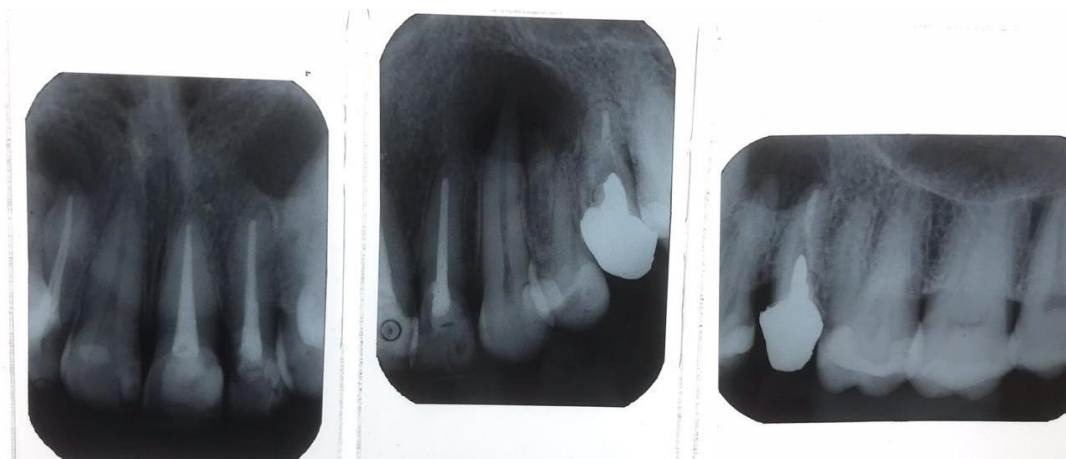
Radiografias periapicais dos elementos: 23, 24, 25, 26.
